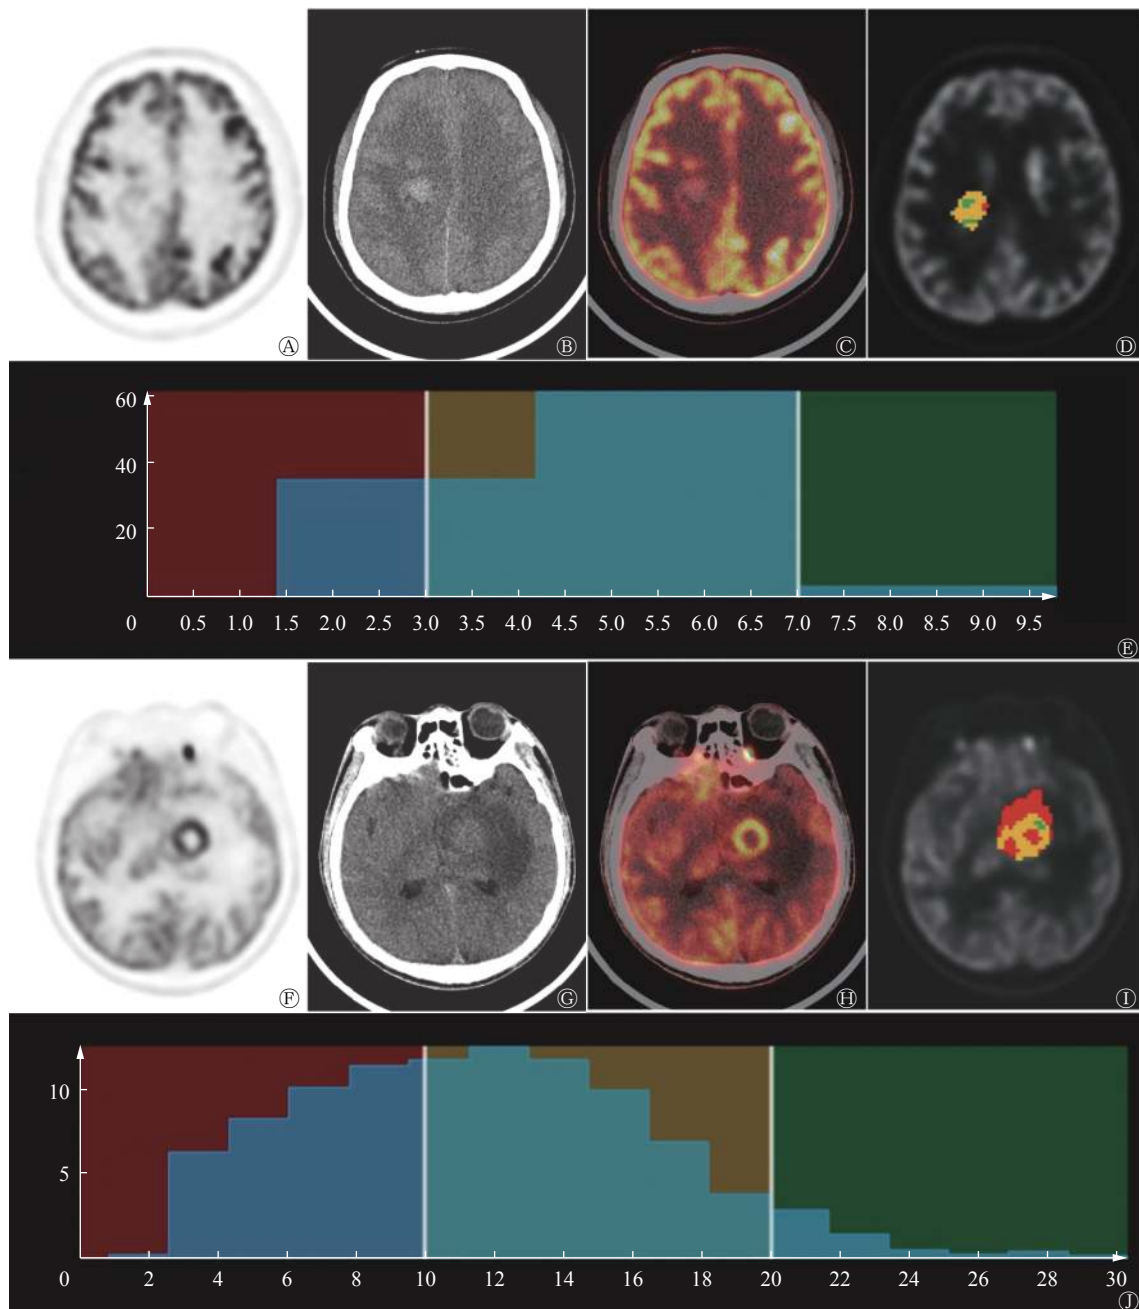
不同 MGMT 基因甲基化状态的胶质瘤患者(病例 1, 图 A~E, 男性 MGMT 基因未甲基化患者, 41 岁; 病例 2, 图 F~J, 男性 MGMT 基因甲基化患者, 24 岁)的 ^{18}F -FDG PET/CT 图及纹理分析图 图中, A、F: ^{18}F -FDG PET 图; B、G: CT 图; C、H: ^{18}F -FDG PET/CT 融合图; D、I: ^{18}F -FDG PET/CT 图的 VOI; E、J: 基于 ^{18}F -FDG PET/CT 图的 VOI 纹理分析。病例 1 的 SUV_{max} 和 TNR_{max} 分别为 9.1 和 0.8, 病例 2 的 SUV_{max} 和 TNR_{max} 分别为 20.4 和 3.8。MGMT: O_6 -甲基鸟嘌呤-DNA 甲基转移酶; FDG: 氟脱氧葡萄糖; PET: 正电子发射断层显像术; CT: 计算机断层摄影术; VOI: 感兴趣体积; SUV_{max} : 最大标准化摄取值; TNR_{max} : 最大肿瘤与正常组织摄取率
